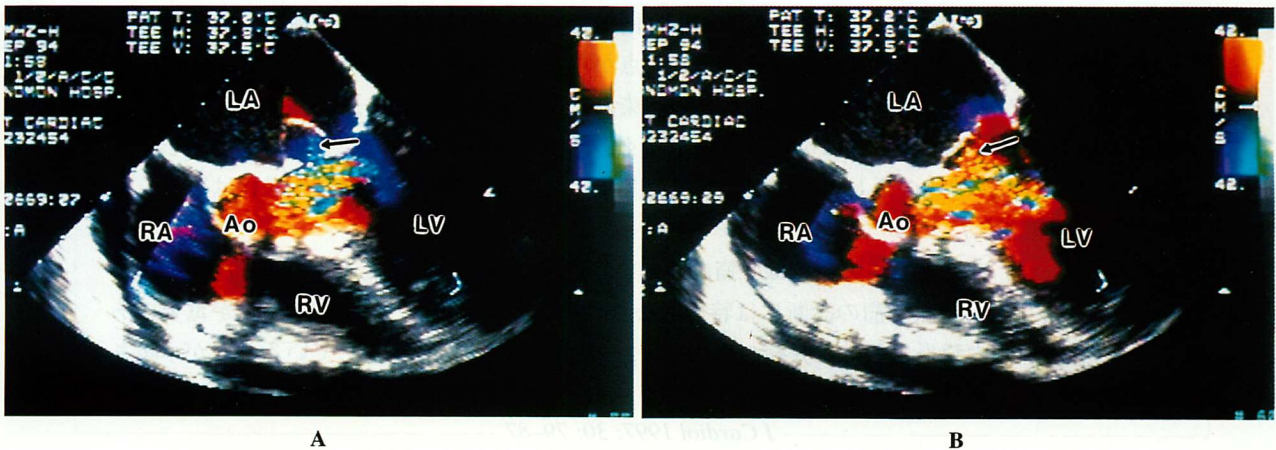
Case 3. Serial transesophageal echocardiograms of the mitral valve aneurysm during diastole
